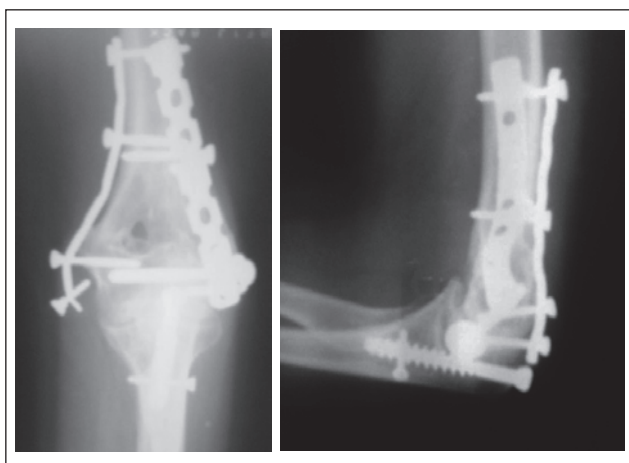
Пацієнтка М. Рентгенограми через 6 місяців після оперативного втручання
